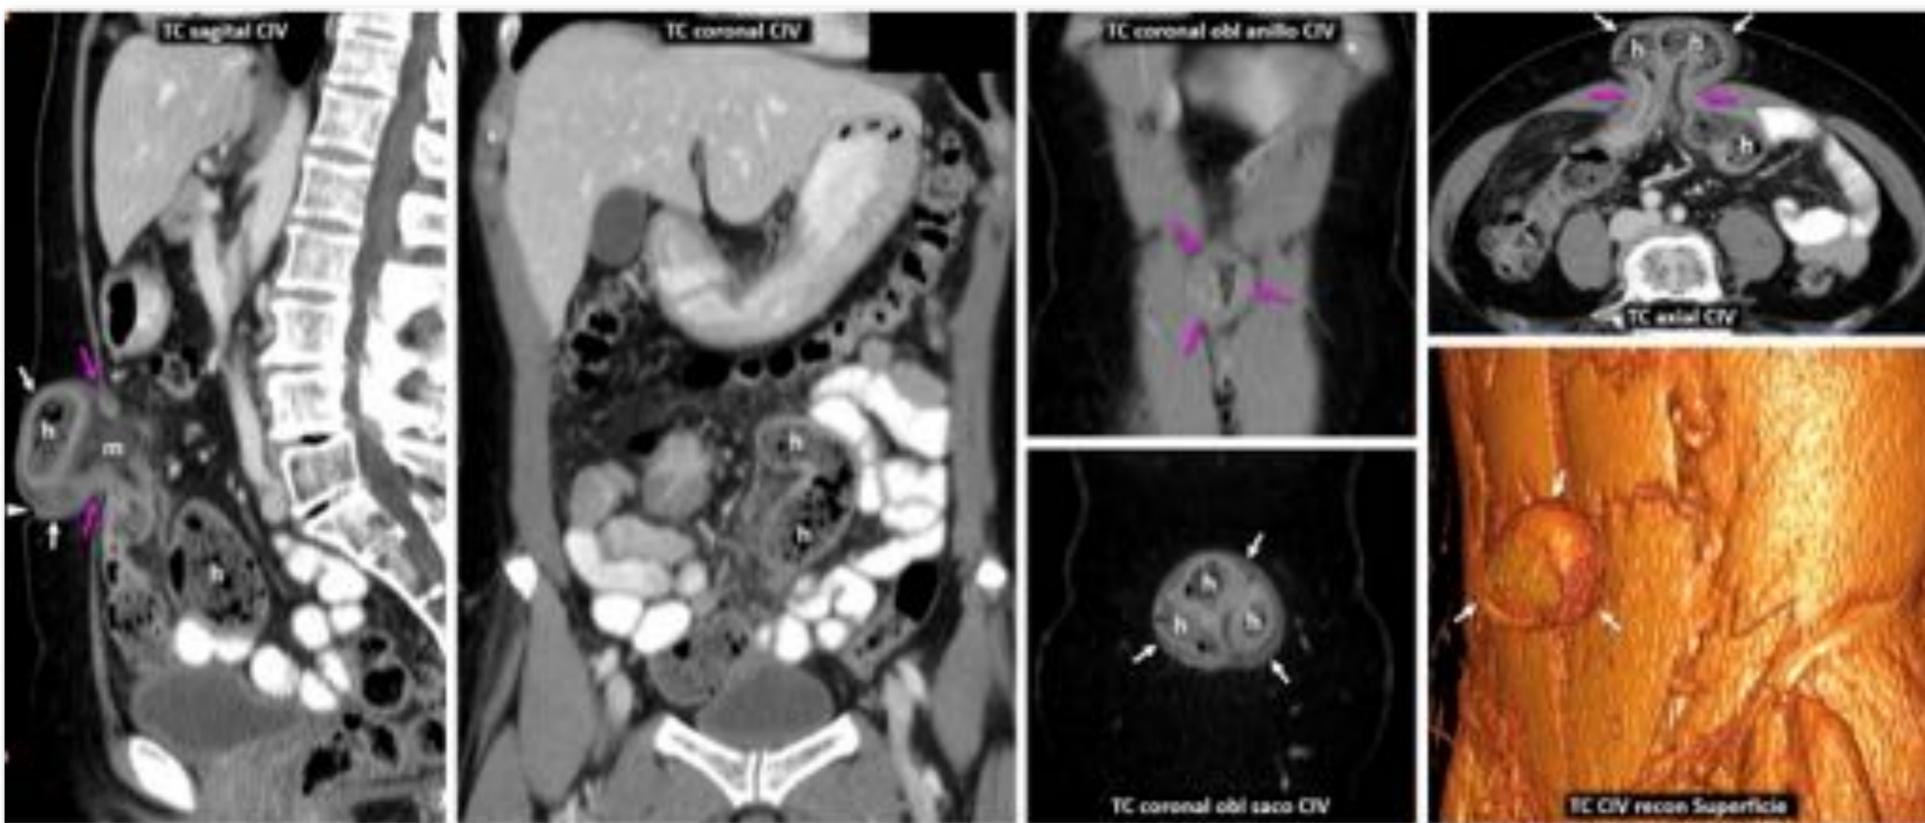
Eventración epigástrica encarcerada, levemente obstructiva, no estrangulada. Contenido pseudofecal intra y preherniario. Mujer de 76 años con AP de histerectomía laparoscópica por carcinoma de endometrio. Tumoración epigástrica dolorosa. TC: hernia epigástrica (flechas blancas) con anillo relativamente estrecho. Contiene meso congestivo (m) y un tramo de ileon proximal que conserva realce mural y presenta contenido pseudofecal (h), también presente en el tramo preherniario, lo que traduce obstrucción discreta. Cabeza de flecha: ombligo.
